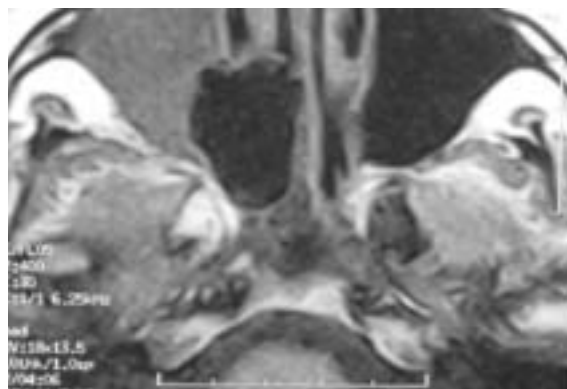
RM con cortes axiales.
